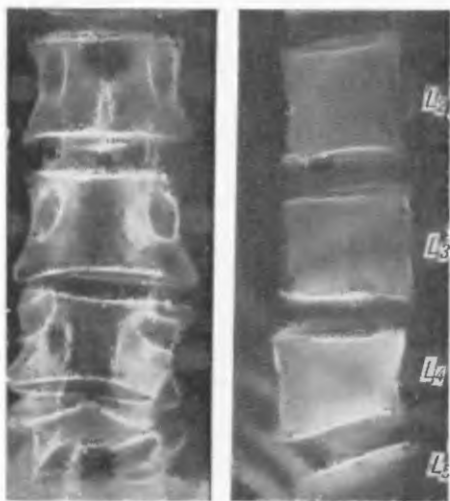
Рентгенограммы больного М. Псевдоспондилолистез L<sub>4</sub> после ламинэктомии L<sub>3</sub> и L<sub>4</sub> и фасетэктомии L<sub>4</sub>.
